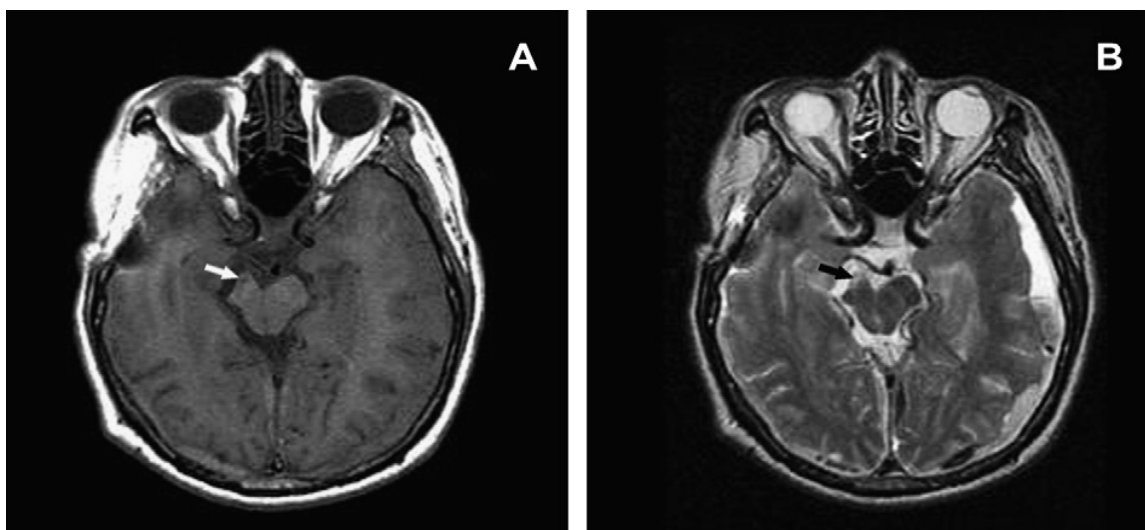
IRM cérébrale en coupe axiales en séquences pondérées T1 (A) et T2 (B) montrant un HSDC gauche avec la présence d'un hyposignal en T1 au niveau du pédoncule cérébral droit (flèche blanche) (A). Cette même lésion est en hypersignal en T2 (flèche noire) (B) [90]
